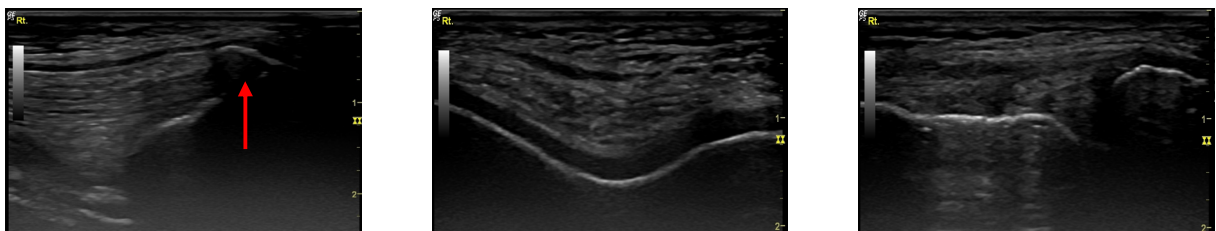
Ultrasound findings of case 5.
